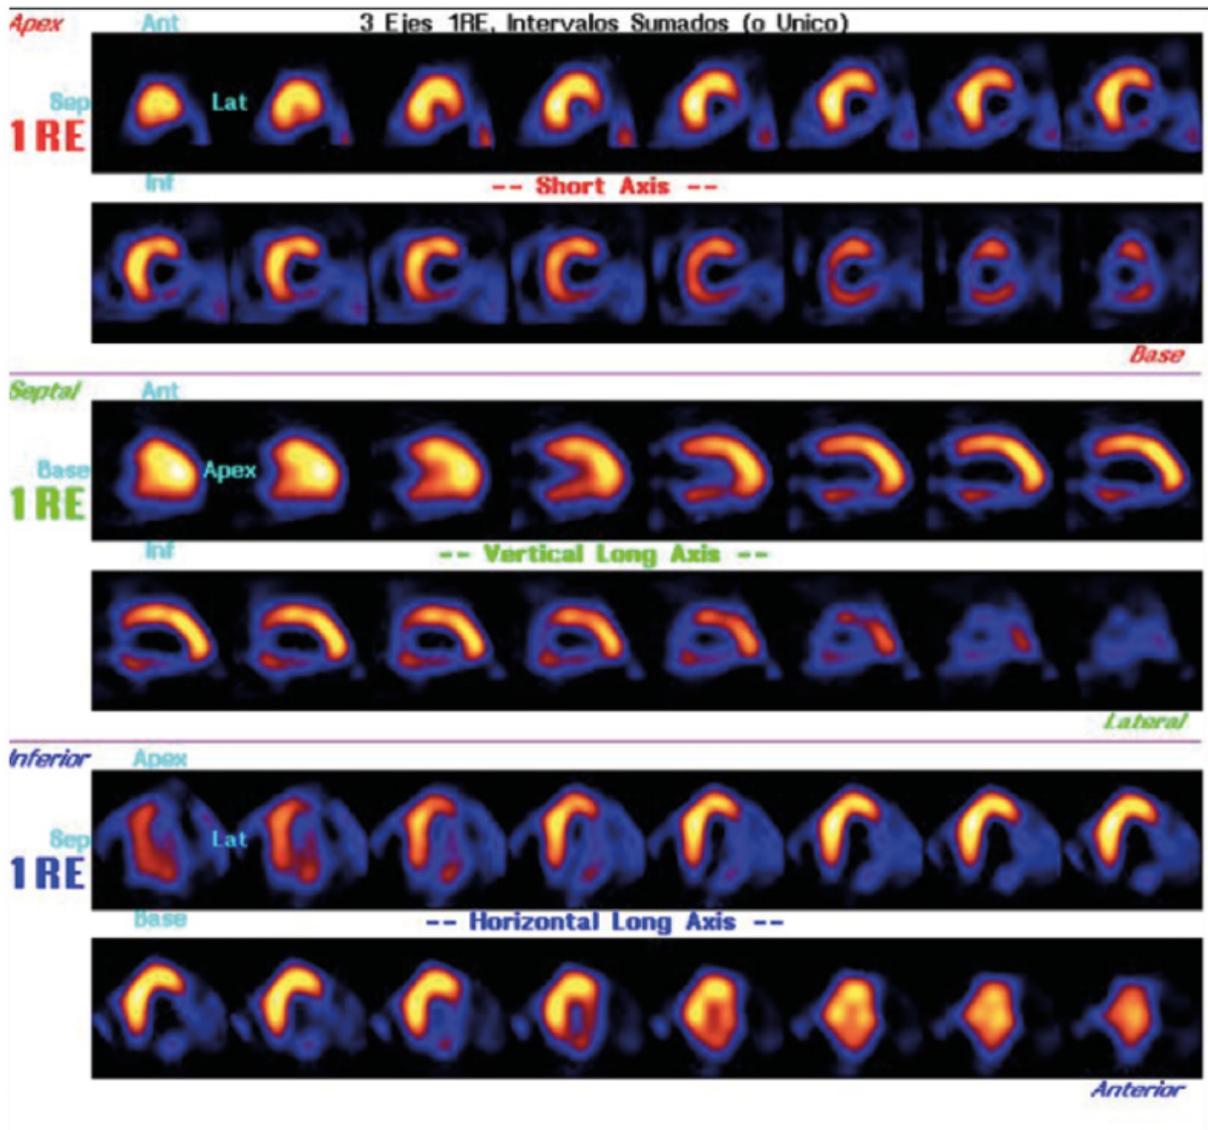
Imágenes SPECT con fosfonatos (TC99m-HMDP) que muestran la afectación miocárdica asimétrica a predominio anterior, septal y apical.
